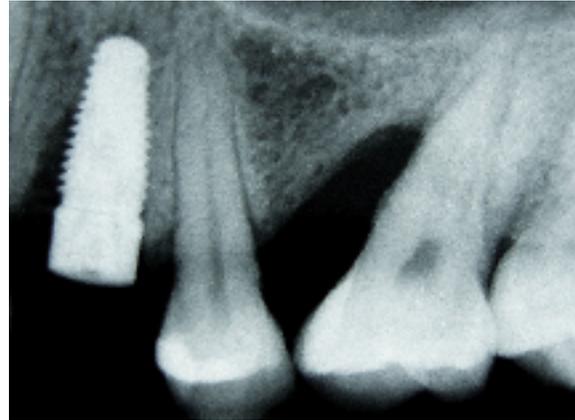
Radiografía periapical de la fractura en la pared distal en el conducto radicular del 24.
